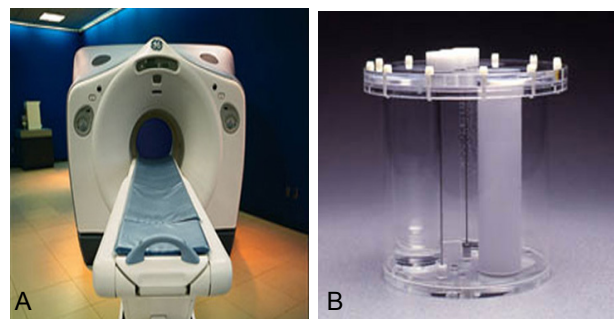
(A) Discovery Light Speed PET/CT Scanner (B) NEMA 1994 PET Phantom
